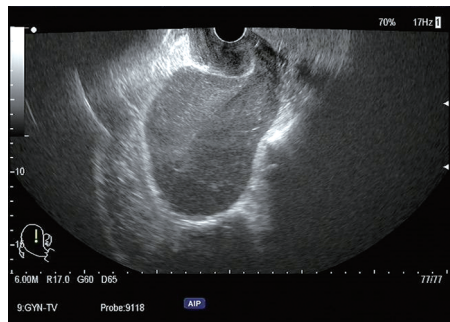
经阴道超声检查示子宫增大、肌壁回声明显减低
